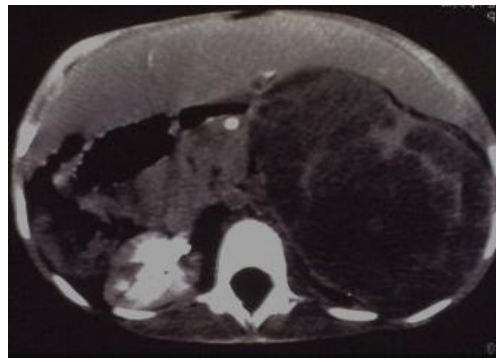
TDM abdominale objective
